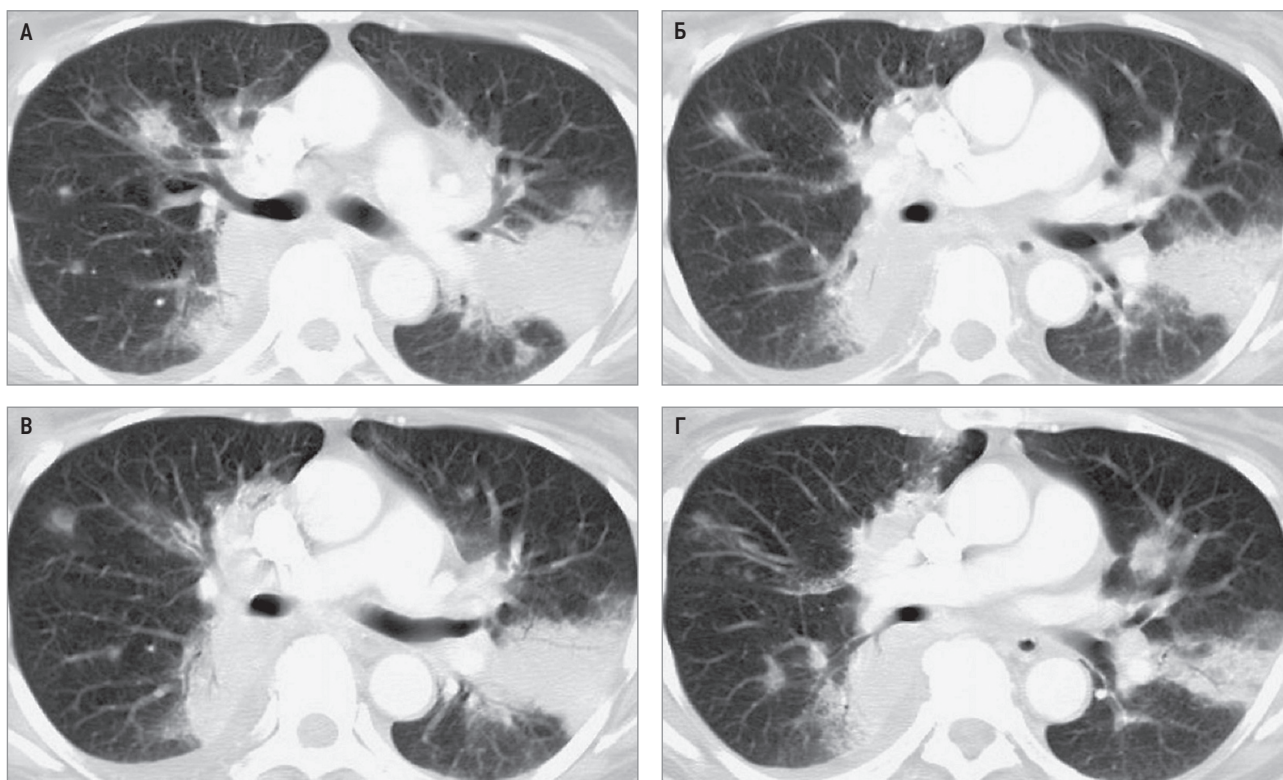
Консолидация при гранулематозе с полиангиитом; мультифокальные участки консолидации, напоминающие организующуюся пневмонию; симптом воздушной бронхографии в некоторых затемнениях. Компьютерная томография высокого разрешения в аксиальной проекции, легочное окно
